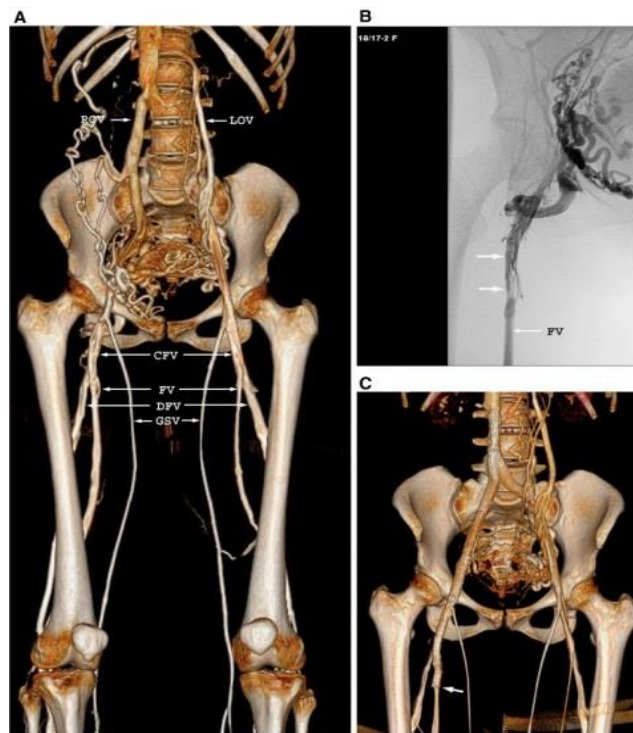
Exemple de lésions veineuses post-thrombotiques de grade 1 sur une femme de 36ans ayant présenté 5 ans auparavant un épisode de TVP des 2 jambes et de la veine cave inférieure. A , reconstruction 3D d'une phlébographie CT pré-thérapeutique où l'on peut voir une occlusion de la veine cave inférieure infra-rénale, des veines iliaques communes et de la veine iliaque externe droite ; La veine fémorale commune (CFV) droite et les extrémités supérieures des veines fémorale(FV) et veine fémorale profonde(DFV) droite sont perméables mais irrégulières dû à des synéchies intraluminales, on note une dilatation des veines ovariennes droite (ROV) et gauche (LOV) secondaire à la dérivation hypogastrique du flux veineux vers la veine cave inférieure supra-rénale, la majeure partie de la veine fémorale droite est supérieure à 10mm libre de synéchie favorable à la restauration d'un drainage veineux .B, phlébographie per-opératoire montrant de multiples synéchies intraluminales limité au quart supérieur de la FV droite. C, reconstruction 3D d'une phlébographie CT post-opératoire montrant le montage prothétique avec visualisation de la partie inférieure du stenting côté droit au niveau de l'extrémité supérieure de la FV droite, on note une disparition des collatérales veineuse du côté droit mais la persistance de ces dernières du côté gauche dû à une occlusion précoce du stent iliaque commun gauche. Perméabilité secondaire du stenting à 6 ans de suivi. (38)
